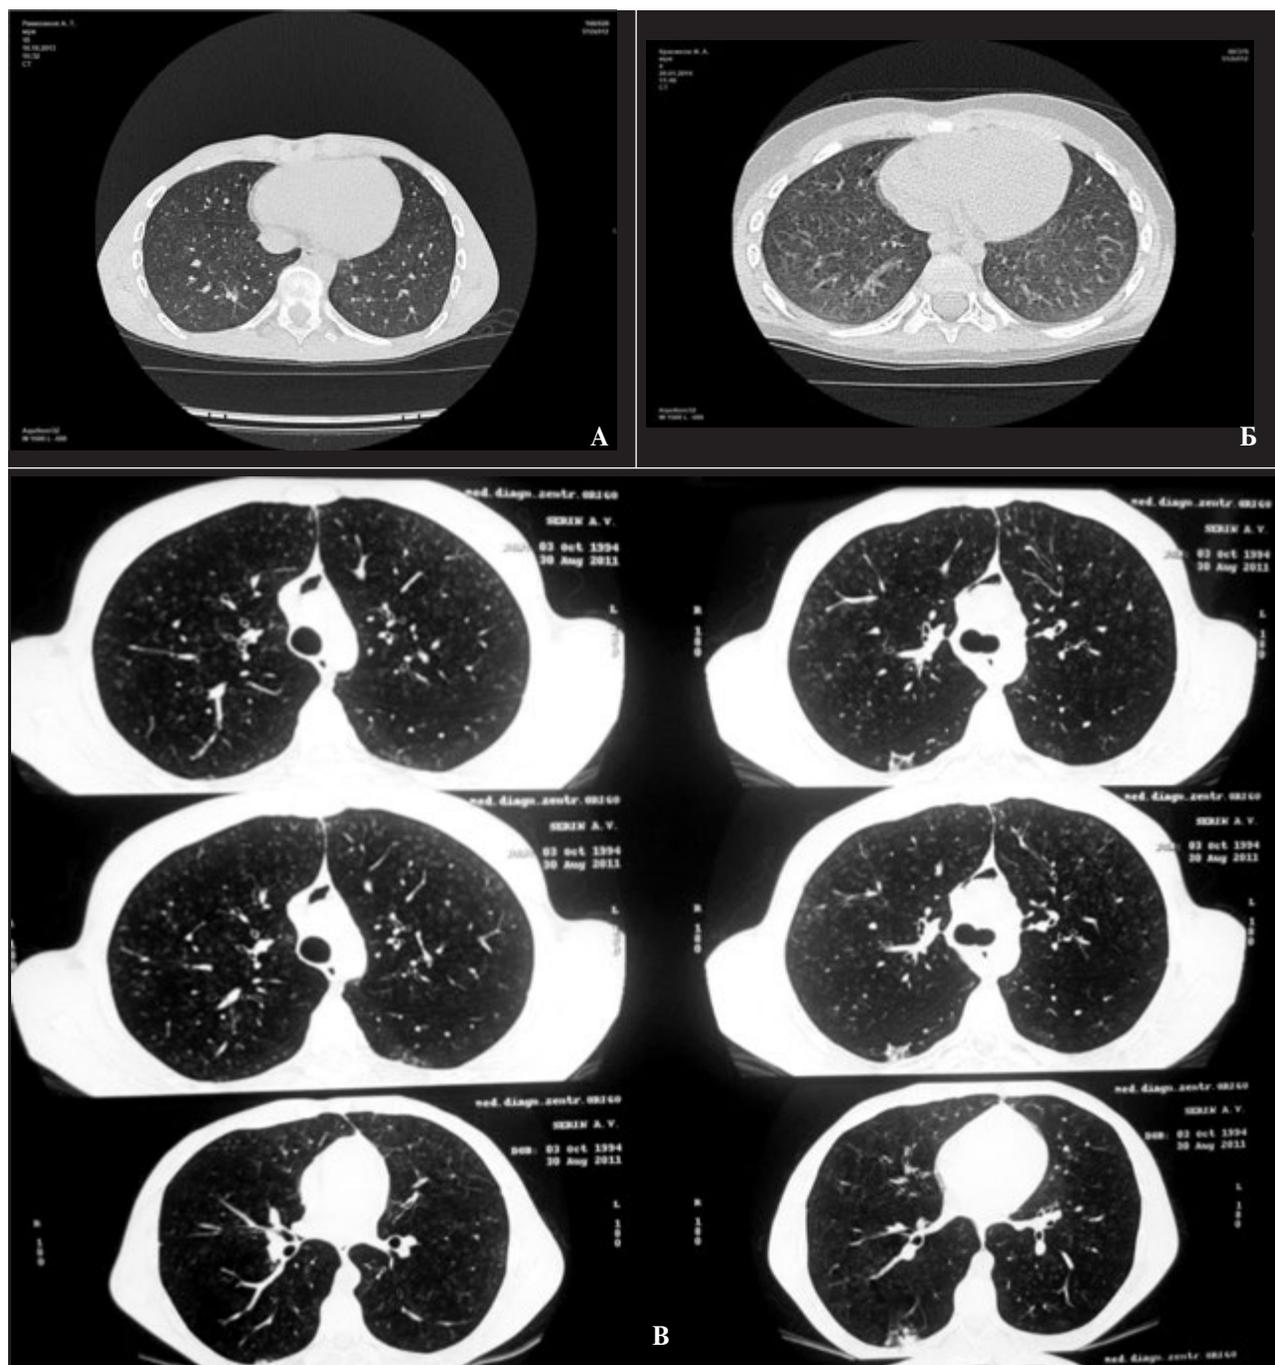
Изменения на мультиспиральной компьютерной томограмме легких.
